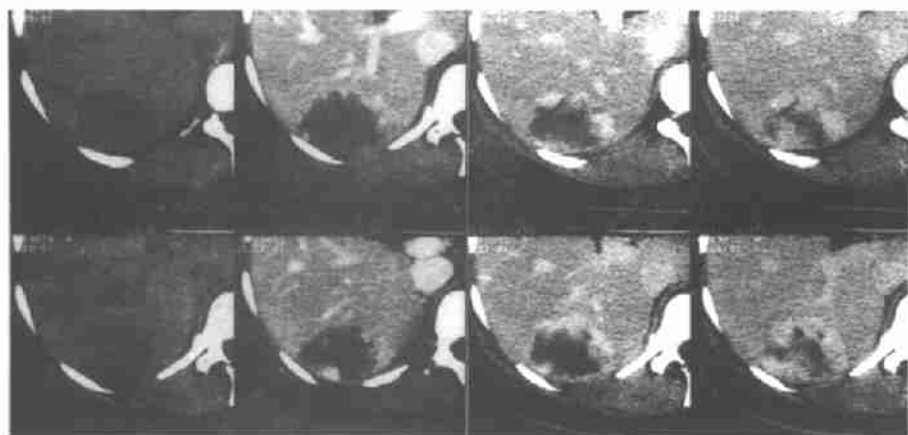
肝血管瘤CT:从左至右为每两个相邻层面进行平扫、增强扫描1分钟和10分钟时:首先于周围出现造影剂结节状“填充征”,其中央造影剂滞留时间长。
